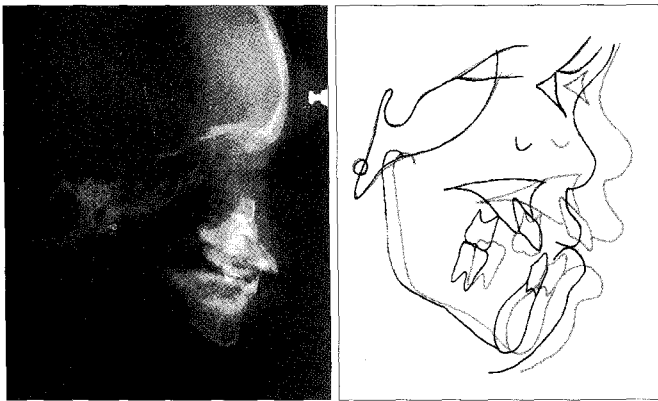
Postdistraction lateral cephalometric radiograph and superimposition of predistraction and postdistraction cephalometric tracing
